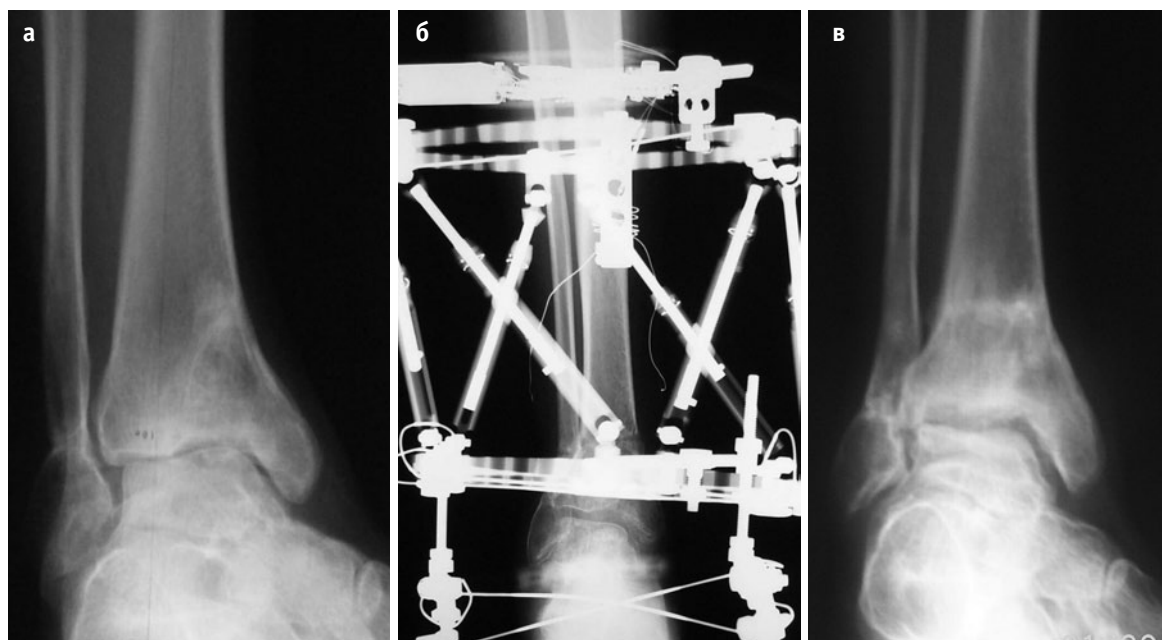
20-летняя женщина с посттравматическим остеоартрозом голеностопного сустава. (а) На предоперационной рентгенограмме в прямой проекции наблюдается варусный наклон таранной кости и наличие значительного дефекта внутренней суставной поверхности голеностопного сустава. (б) Рентгенограмма после НЛО, направленной на нормализацию положения таранной кости, и дистракции голеностопного сустава. (в) Рентгенограмма через два года после операции: нормальная ось голеностопного сустава и увеличение высоты суставной щели.
